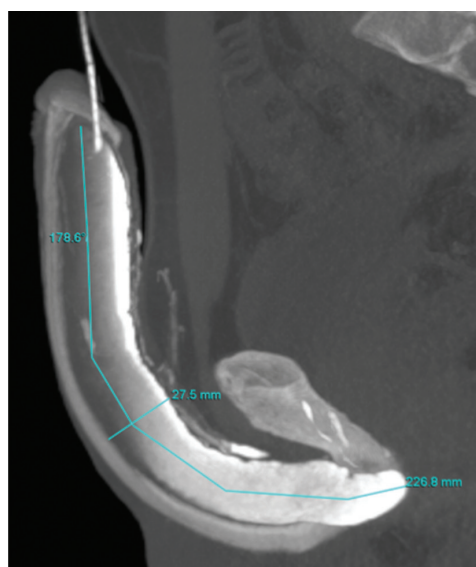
Компьютерные томограммы (режим MIP), продемонстрированы измерения длины и диаметра кавернозного тела
